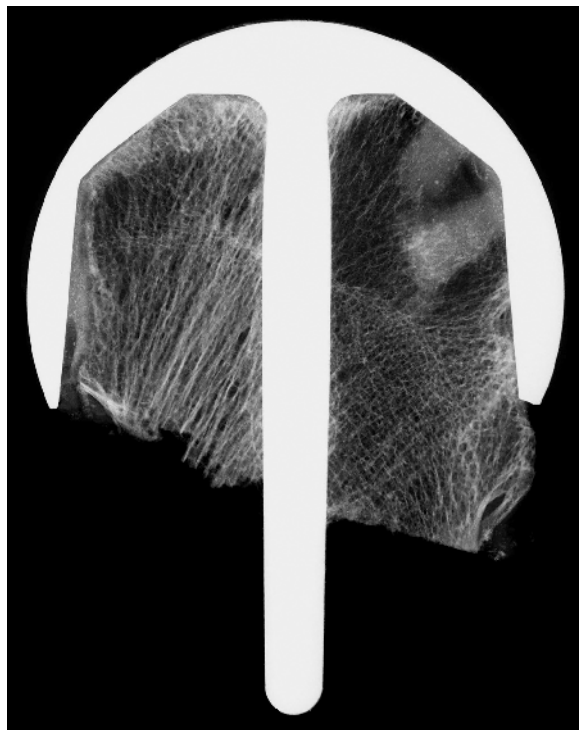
Kontaktradiographie 17/11
